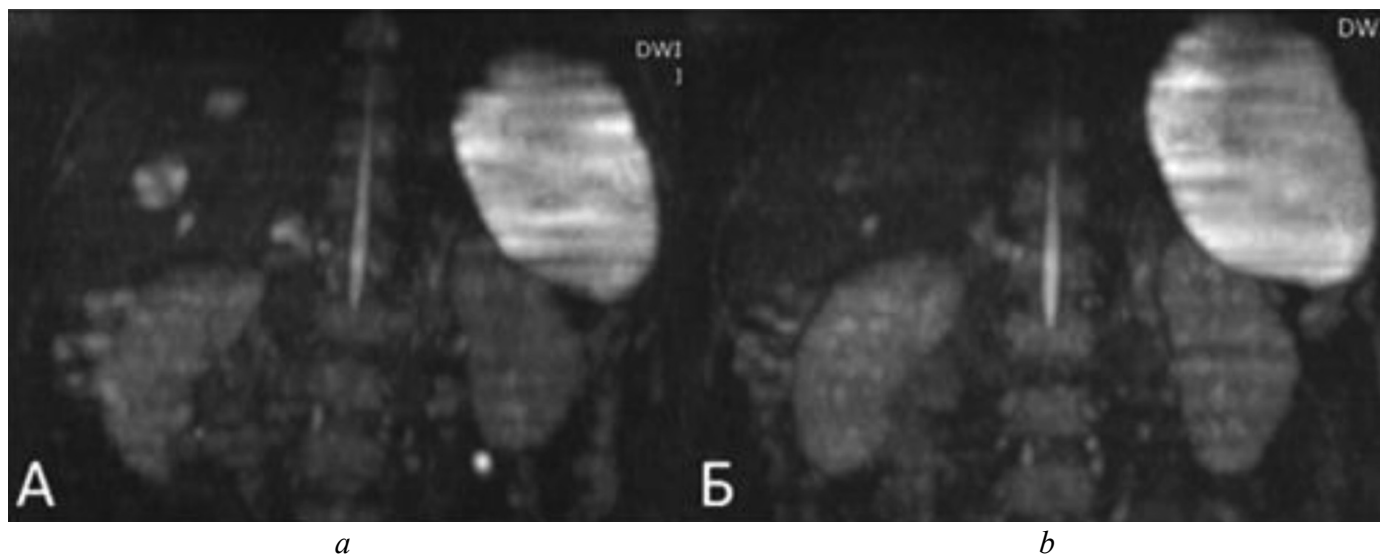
МРТ печінки. 3D ADC карти. Динаміка зображень до радіохірургічного лікування (А) та після радіохірургічного лікування (Б).
